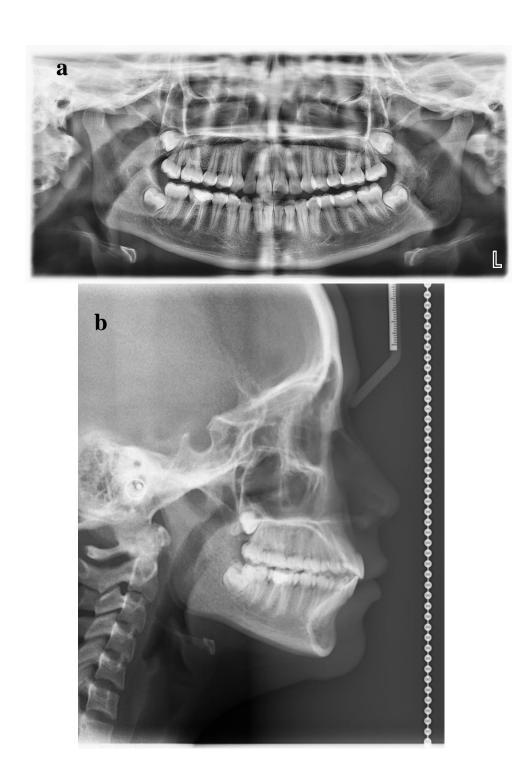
radiografías finales: a) panorámica b) cefalométrica
